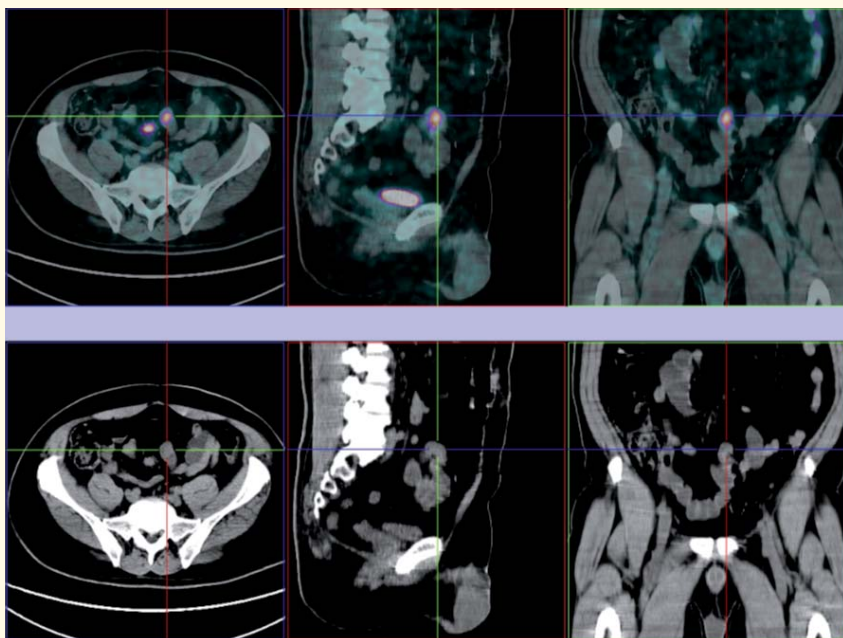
PET/CT com ^{68}Ga -DOTA-NOC: Identificação de tumor ileal (triangulação) e adenopatia justa-tumoral, em doente com episódios de hematoquésias e antecedentes de carcinóide do mesentério 6 anos antes; Ac. 5HIAA e CgA normais.
